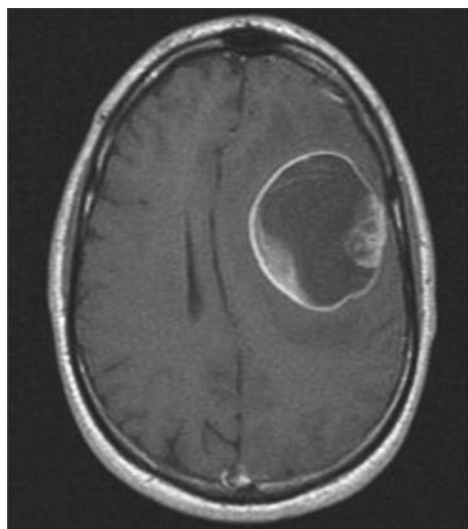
大囊左额叶的钆类造影剂  $T_1$  MRI 胶质母细胞瘤
